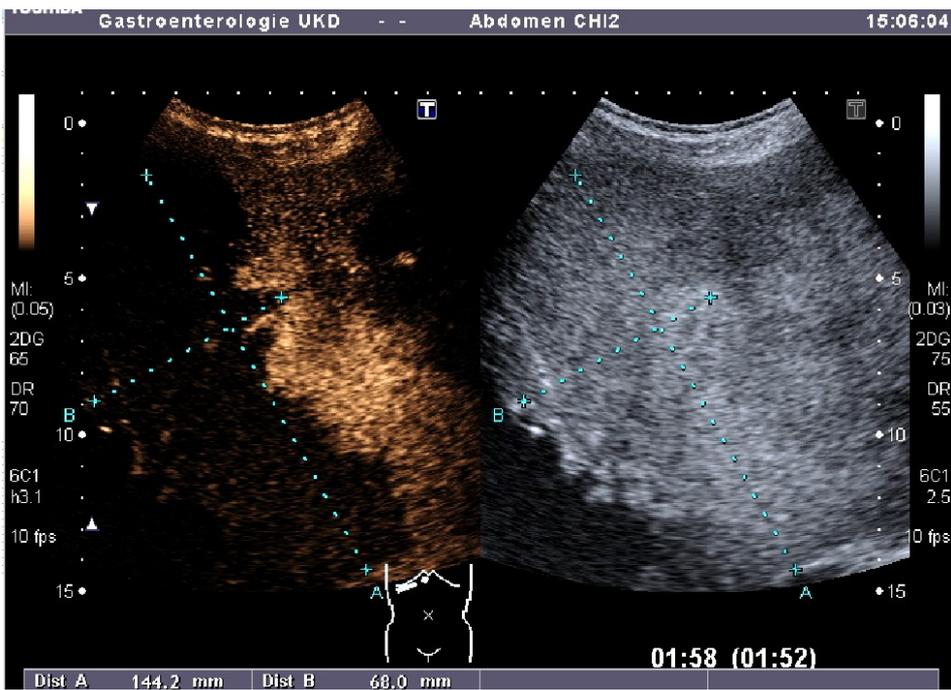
Alveoläre Echinokokkose, gleiche 28-jährige Patientin. Kontrastmittel-sonographisch erscheinen die nativ echoarmen Leberanteile normal- bis hyperfundiert ohne Malignitätszeichen.
